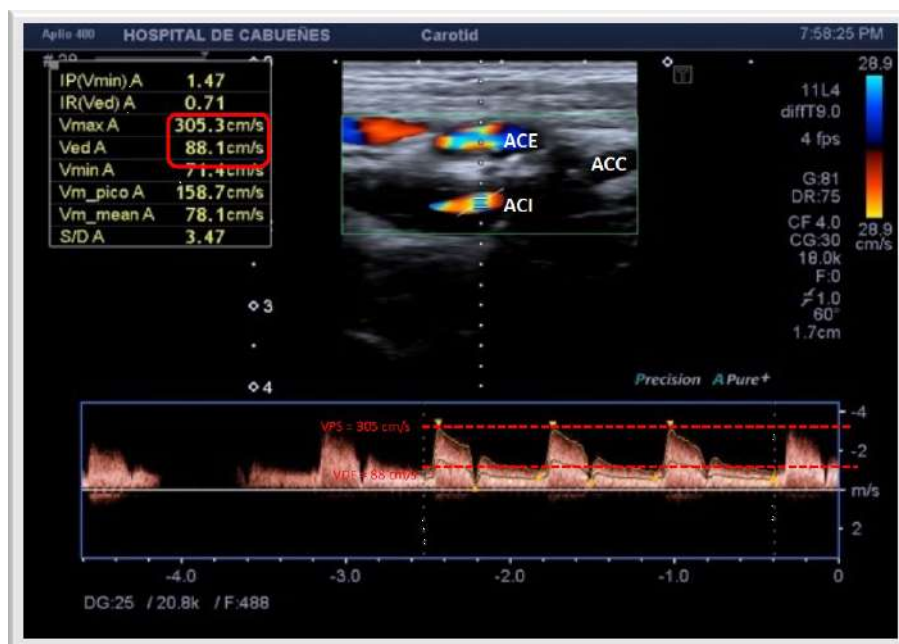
Eco-Doppler de troncos supraaórticos. ACI con estenosis severa (70-90%) en paciente del grupo RT. ACC= arteria carótida común. ACI= arteria carótida interna; ACE= arteria carótida externa.
